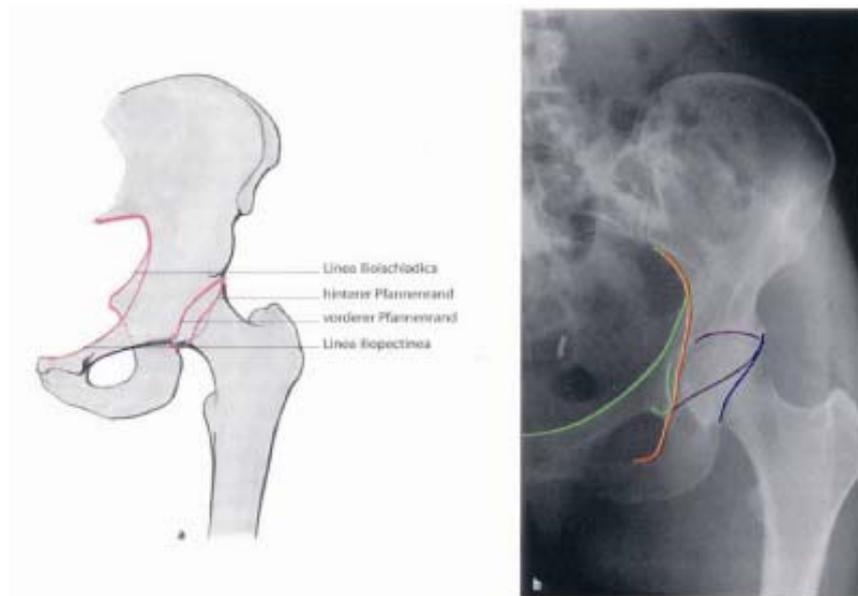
Röntgenaufnahme des Acetabulums in a.p.-Richtung (aus [152])
